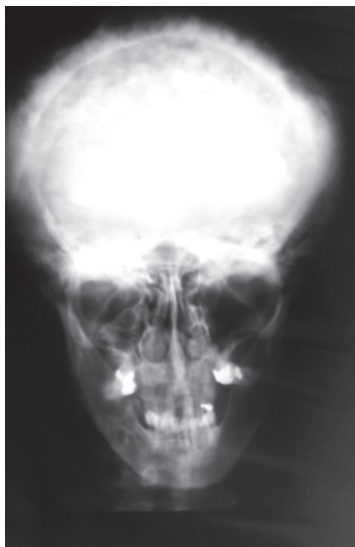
Radiographie du crâne montrant les signes cliniques de la maladie de Paget avec un « aspect cotonneux » de l'os.
